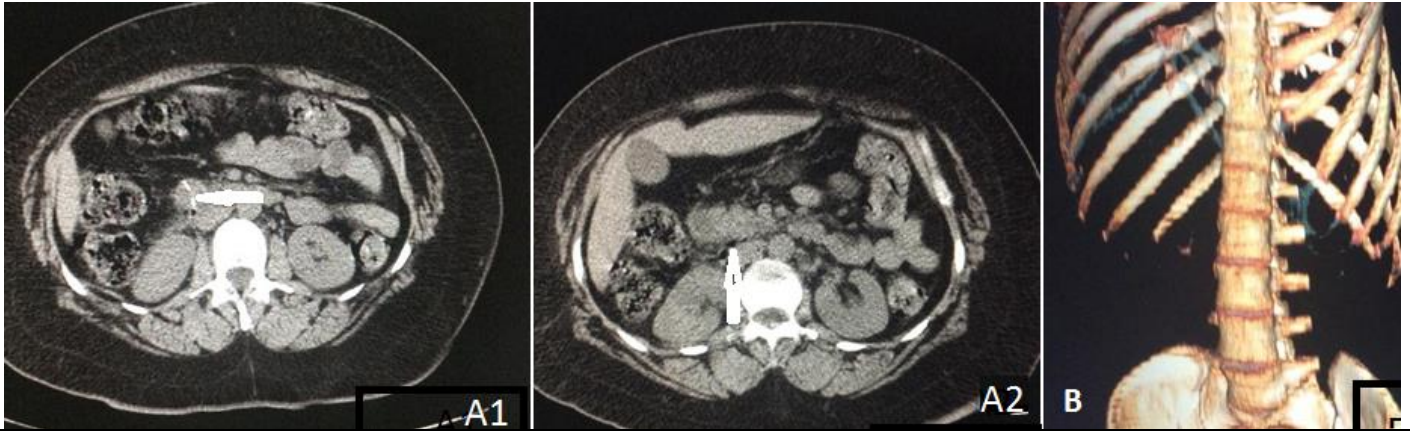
A) TDM abdominal en coupe axiale sans injection de produit de contraste: présence d'une formation linéaire hyperdense au niveau de la lumière de D2 et traversant sa paroi (A1), micro-bulles de gaz extra lumenales et densification de la graisse péritonéale en rétro péritonéal (A2); B) TDM abdominale en reconstruction 3D: montre le corps étranger en forme de V: arête de poisson
